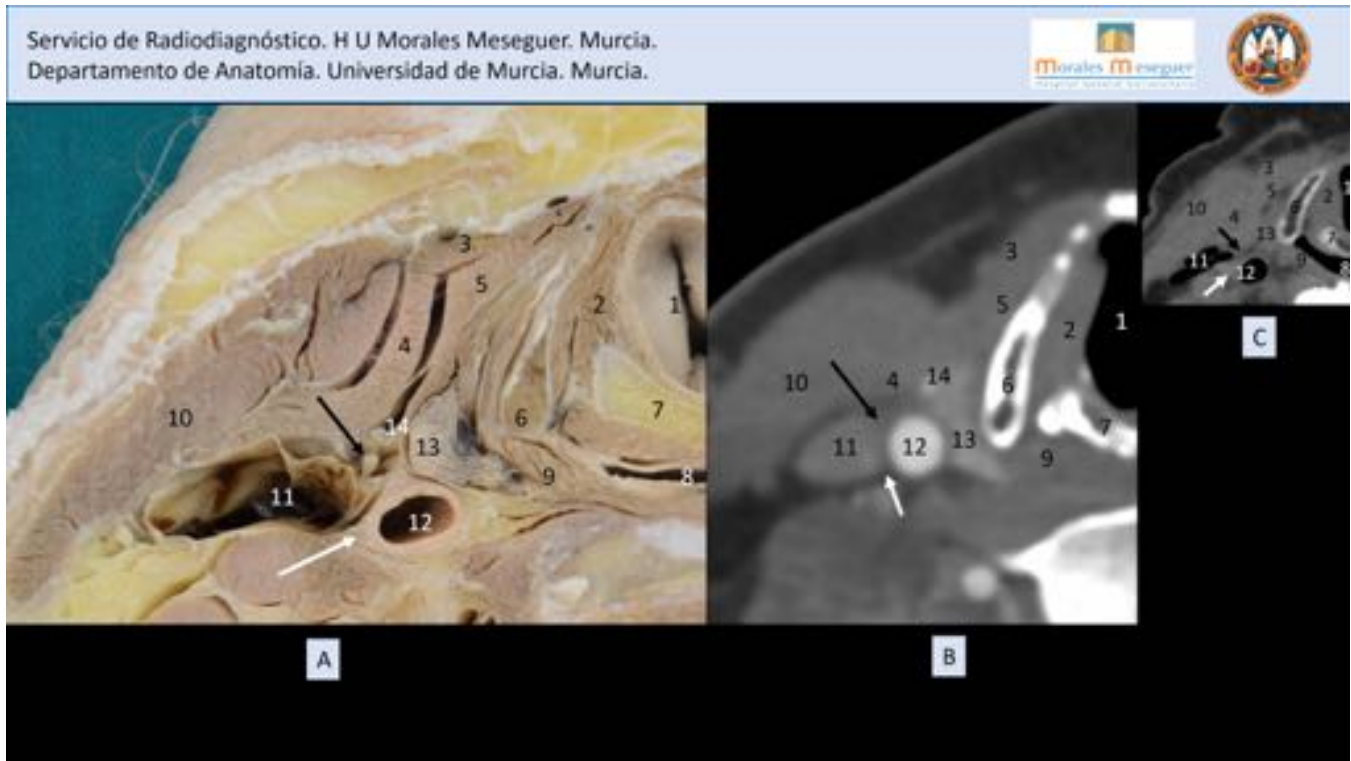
A) Pieza anatómica (detalle, nervios separados). B) TC con contraste (sujeto vivo). C) TC de la pieza anatómica. Flecha negra: Asa cervical (rama anterior). Flecha blanca: N. vago. 1: Glotis. 2: M. vocal. 3: M. esternohioideo. 4: M. omohioideo. 5: M. tirohioideo. 6: Cart. tiroides. 7: Cart. cricoides. 8: Hipofaringe. 9: M. constrictor inferior de la faringe. 10: M. esternocleidomastoideo. 11: V. yugular interna. 12: A. carótida común. 13: Glánd. tiroides. 14: A. tiroidea superior.
